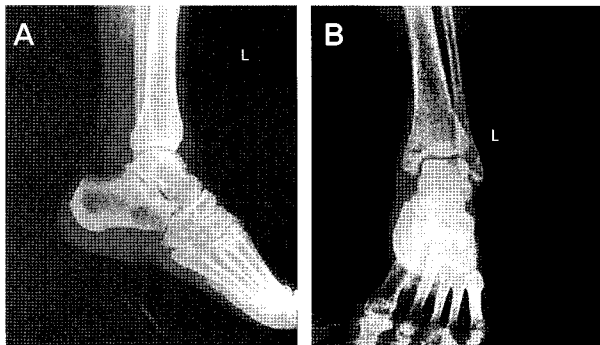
24-year-old male, medial malleolar Fx. The initial radiographs for Lauge-Hansen Type supination-external rotation stage
